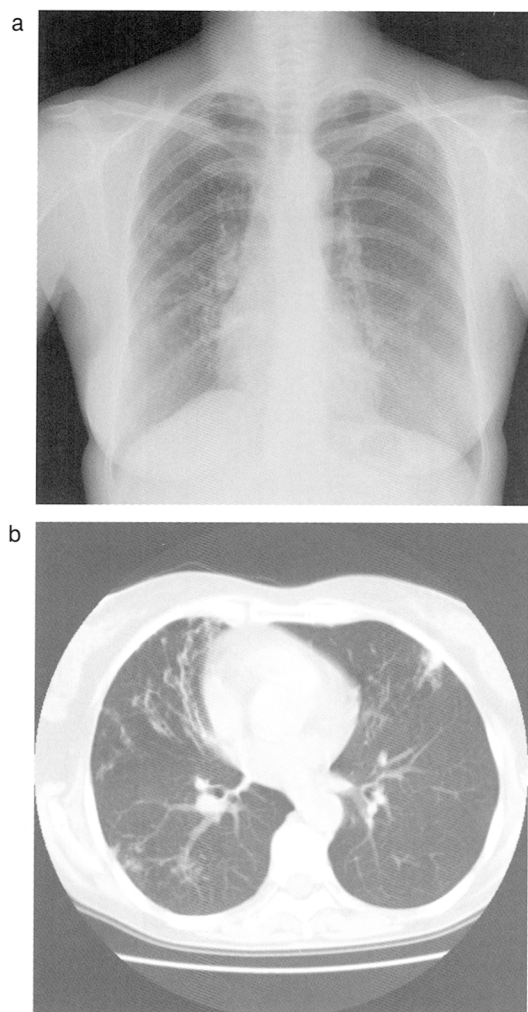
M. avium* 症 胸部単純X線写真 (a) およびCT写真 (b)
